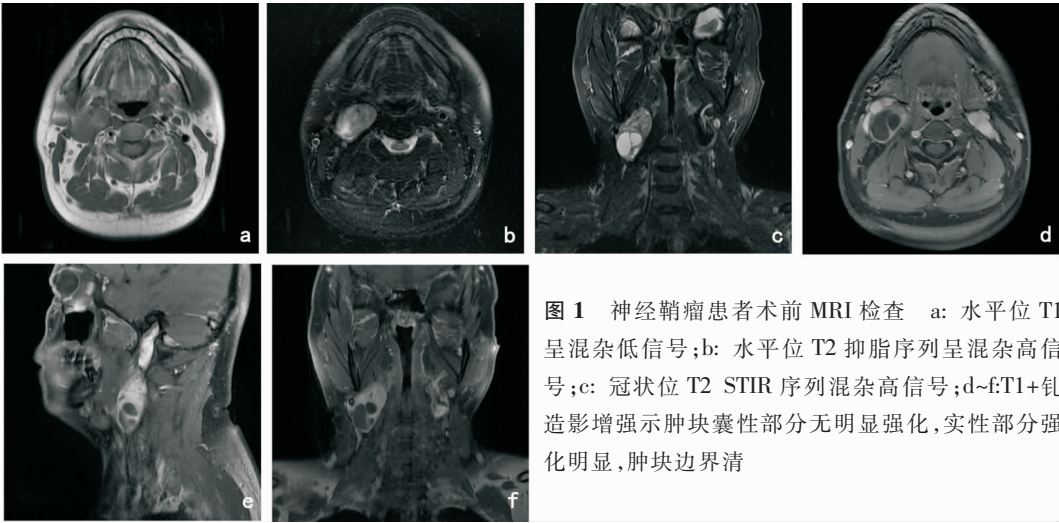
神经鞘瘤患者术前 MRI 检查 a: 水平位 T1 呈混杂低信号;b: 水平位 T2 抑脂序列呈混杂高信号;c: 冠状位 T2 STIR 序列混杂高信号;d-f:T1+钆造影增强示肿块囊性部分无明显强化,实性部分强化明显,肿块边界清
